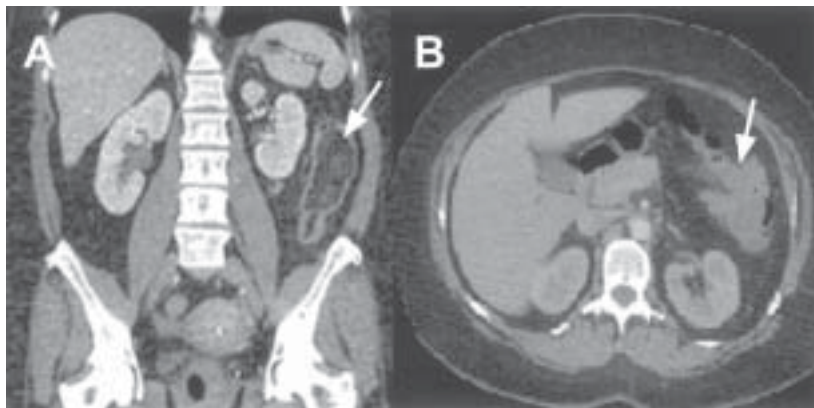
a y b. Tomografía computada de abdomen y pelvis "Invaginación a nivel del ángulo esplénico del colon, secundario a una masa de densidad grasa con características de lipoma intraluminal".
